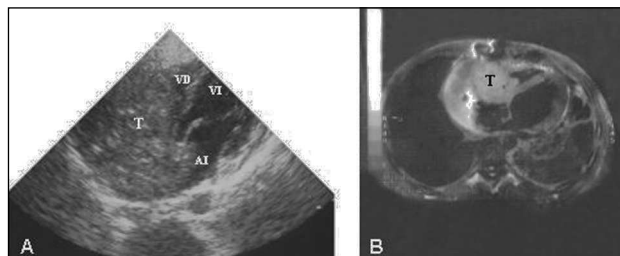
A: ecocardiograma transtorácico. Proyección subcostal de 4 cámaras. Se observa una masa tumoral (T) que ocupa casi totalmente la aurícula derecha y parcialmente el ventrículo derecho (VD). B: imagen en plano axial Spin-Eco ponderada en T1. Sustitución de la aurícula derecha por el tumor con invasión del VD. AI: aurícula izquierda, VI: ventrículo izquierdo.
